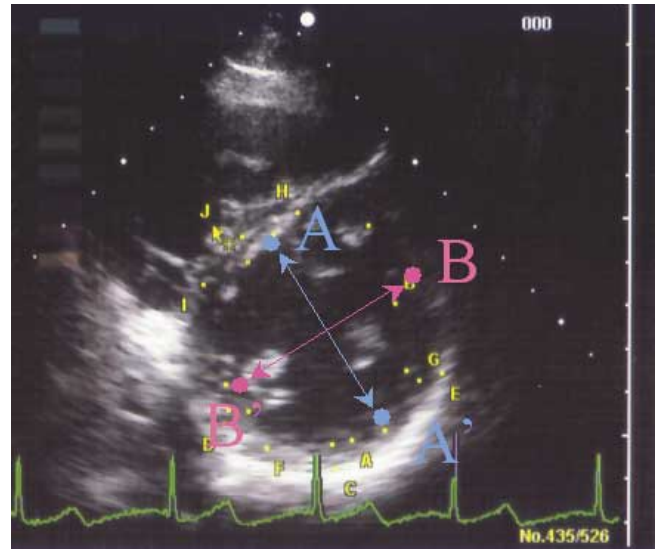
用いた断層心エコー図の断面とサンプルポイントの位置を示す。左室前壁中隔—後壁方をA-A'方向とし、それとほぼ直角で左室側壁下壁方向をB-B'方向とした。
